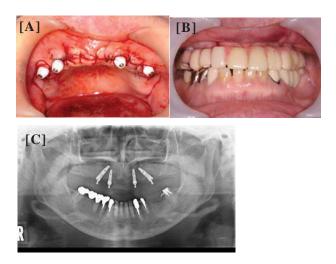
手術直後の口腔内写真(手術終了時[A]、暫間補 綴物装着時[B])、手術直後のパノラマX線写真[C]
